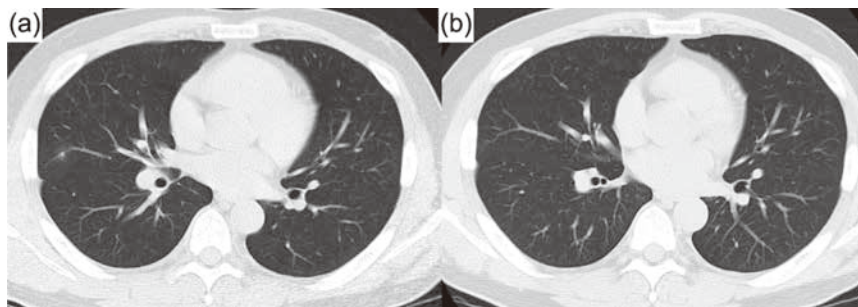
Conventional chest CT scan of case 1 showed a nodule in the right S4 on admission (a), which disappeared 19 days later at the time of discharge (b).
